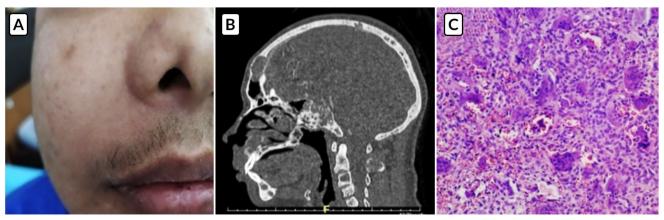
Tumor pardo secundario a adenoma paratiroideo. 1A: Paciente con tumor pardo en maxilar derecho. 1B: TAC con patrón infiltrativo en sal y pimienta, 1C: Tumor pardo en histopatología.
